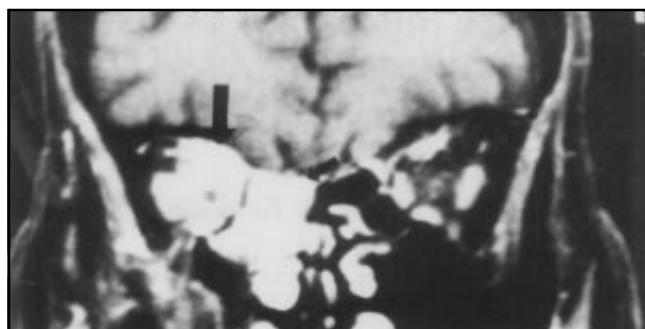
Resonancia magnética, corte coronal. Se hace manifiesta la existencia de una masa densa etmoido-orbital derecha (Com- párese con la fig. 1).
